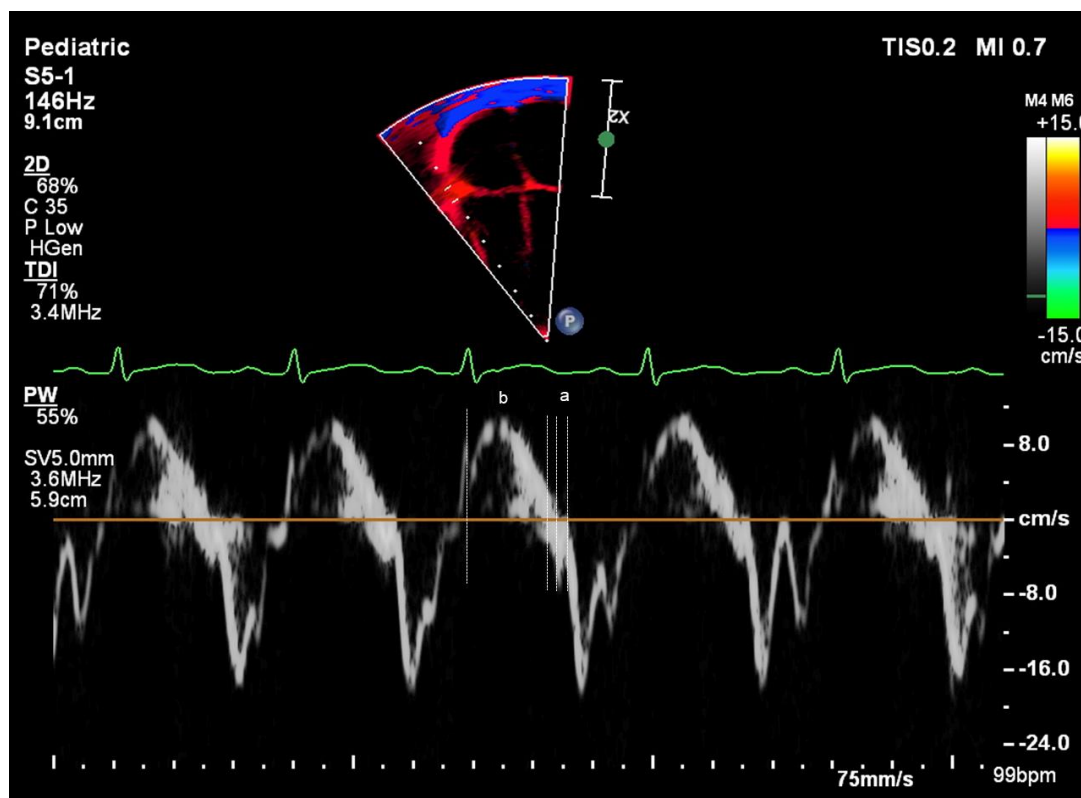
Análise dos intervalos de tempo durante o ciclo cardíaco pelo Doppler tecidual ao nível do anel da valva tricúspide para o cálculo do tempo correspondente ao pico do TRIV utilizado para análise *off-line strain* no pico do TRIV
